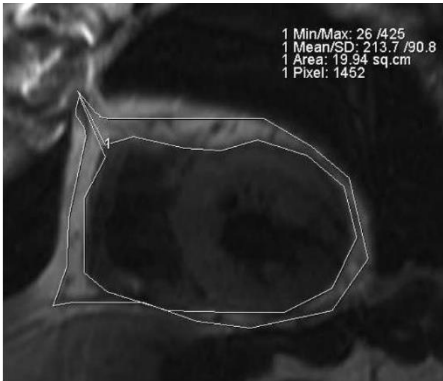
Exemplo da deteção manual da gordura epicárdica em imagem de RM
